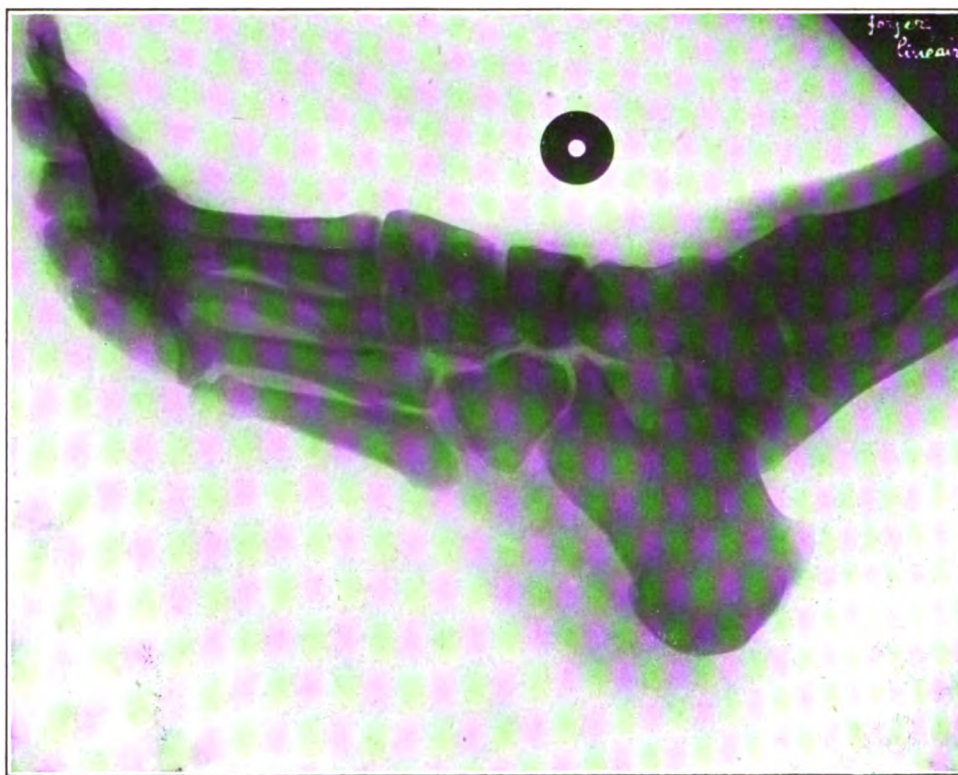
Radiographie du pied obtenue avec ampoule à foyer linéaire.
